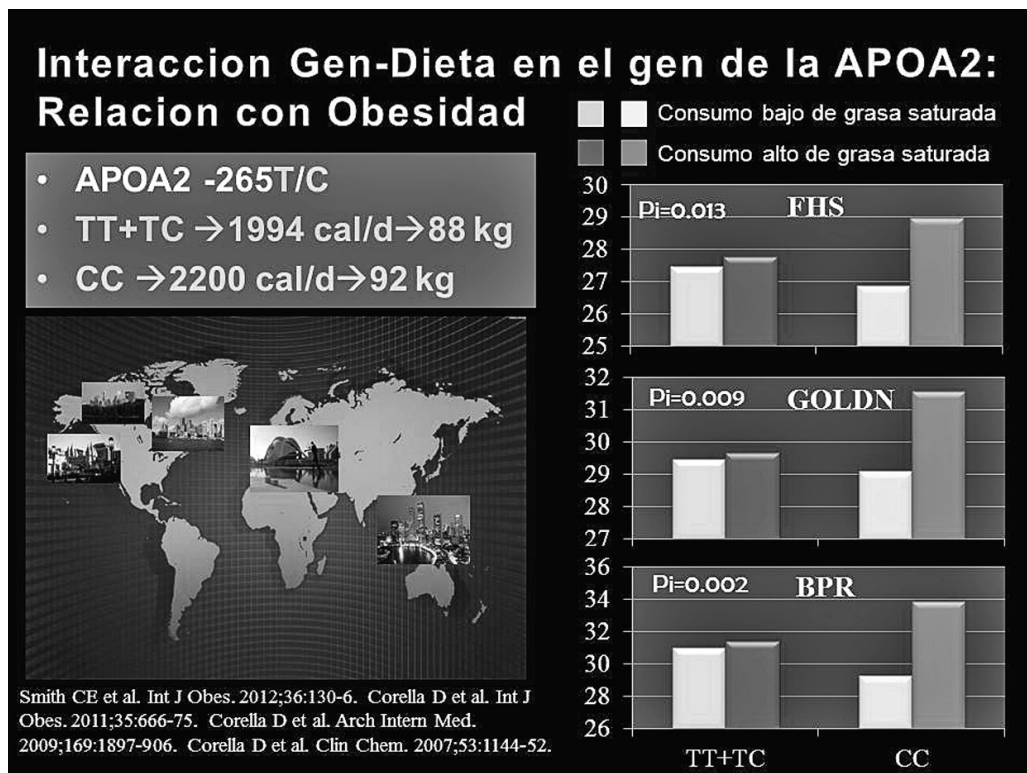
Un ejemplo de interacción gen-dieta relacionado con la obesidad queda plasmado por la interacción entre el gen de la apolipoproteína A2 (APOA2), el índice de masa corporal (IMC). La presencia del polimorfismo APOA2 -265T/C en estado homocigoto (CC) resulta en un peso más elevado comparada con la presencia del genotipo TT o TC. Sin embargo, en estudios llevados a cabo en Estados Unidos, España y Singapur se demuestra que la relación entre el consumo elevado de grasa saturada y un IMC elevado solo se manifiesta en sujetos CC.
